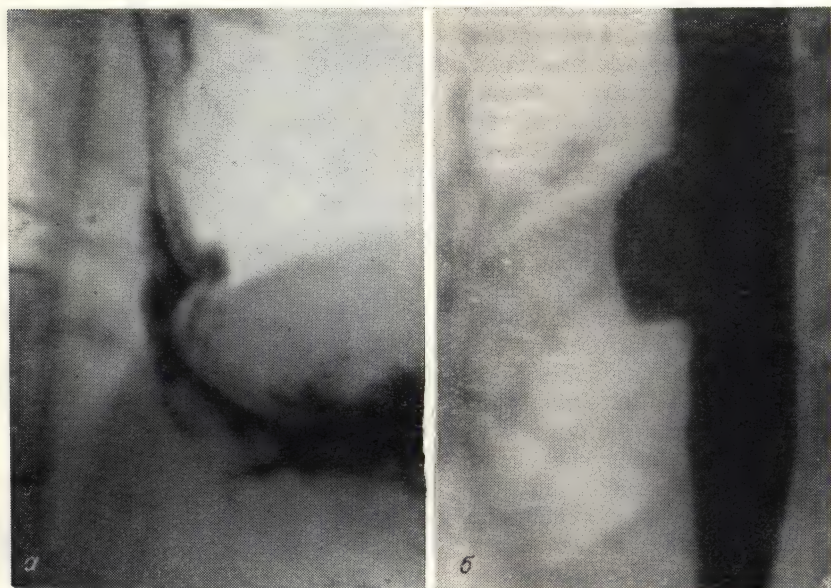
Дивертикулы пищевода (рентгенограммы).
